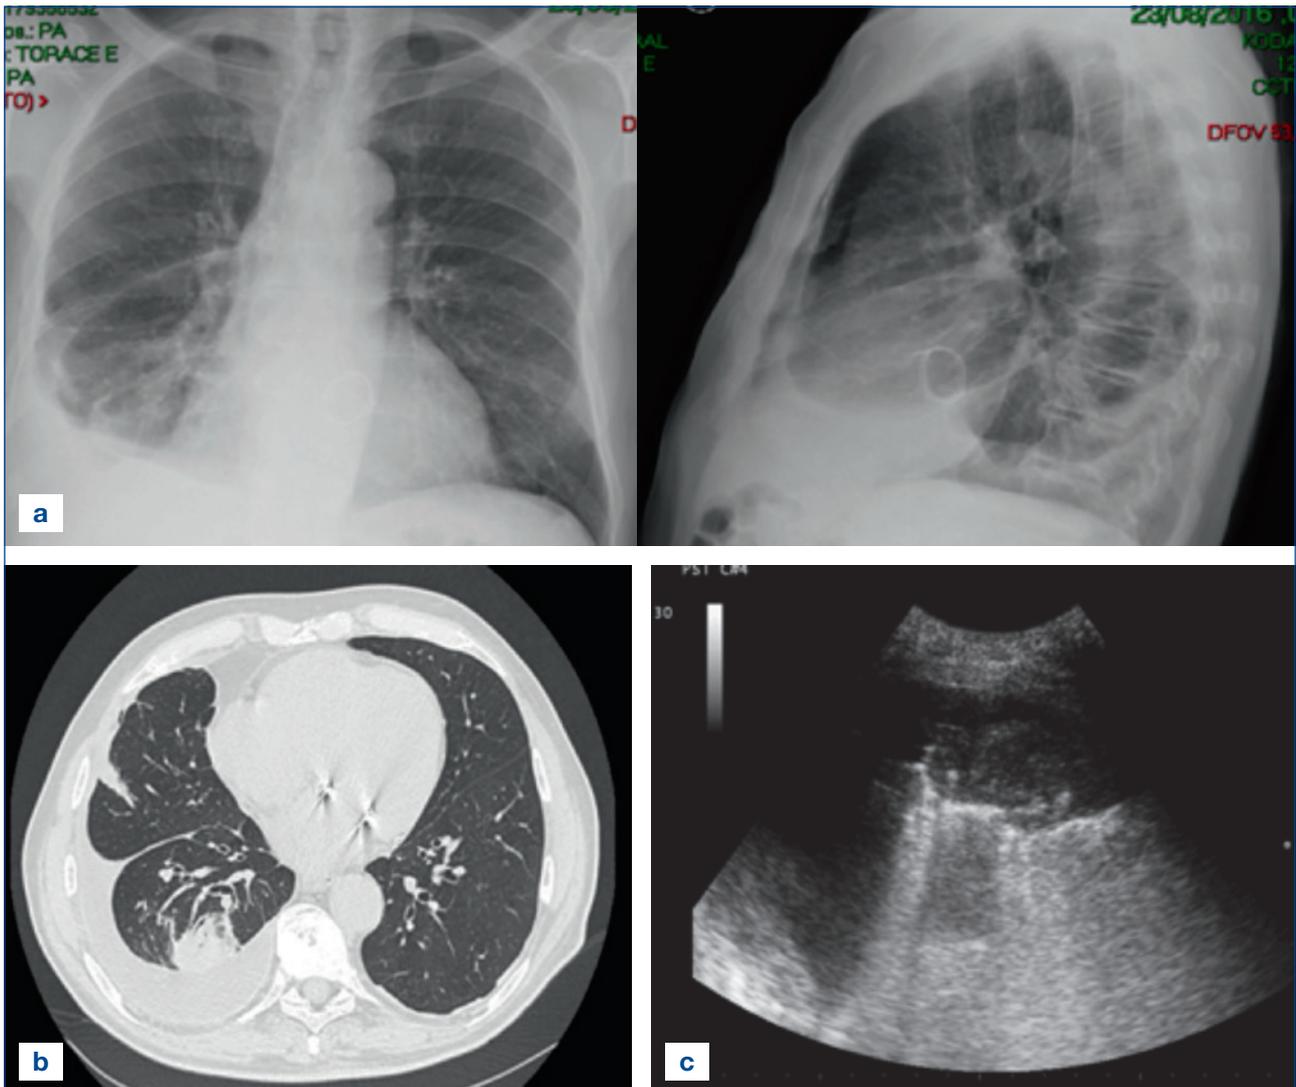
a) Rx torace, versamento pleurico dx. b) TC toracica, atelettasia rotonda alla base dx e area fibrotica in periferia del L medio a contatto con la pleura viscerale; ispessimenti pleurici ben apprezzabili a sx; c) Ecografia, versamento pleurico ed atelettasia rotonda.
